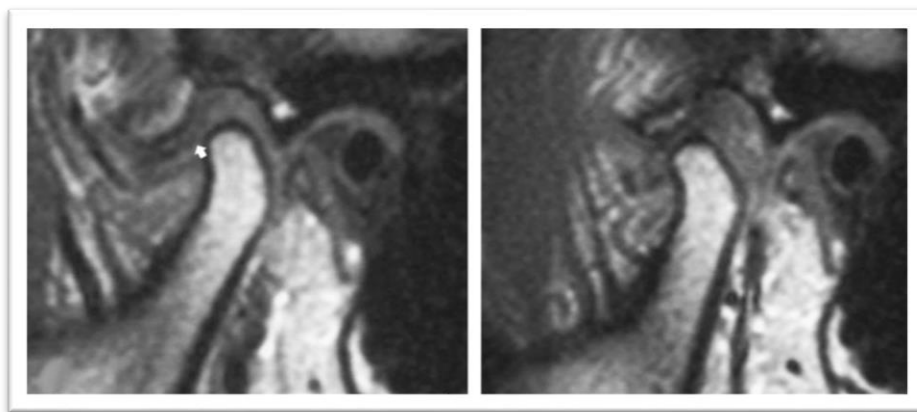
Ressonância magnética da articulação têmporo-mandibular de boca fechada e aberta.
